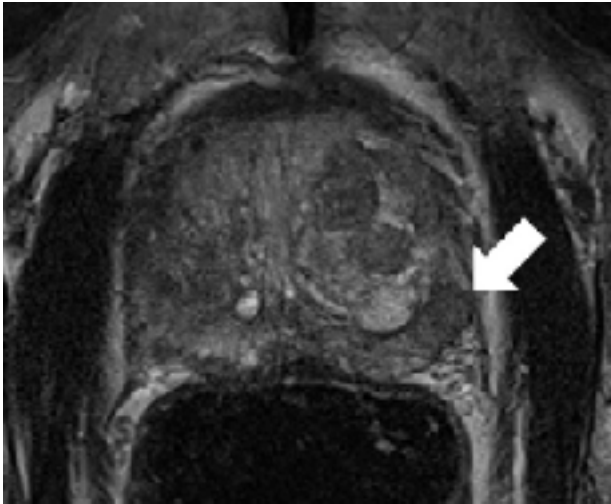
T2-gewichtetes Becken MRT
